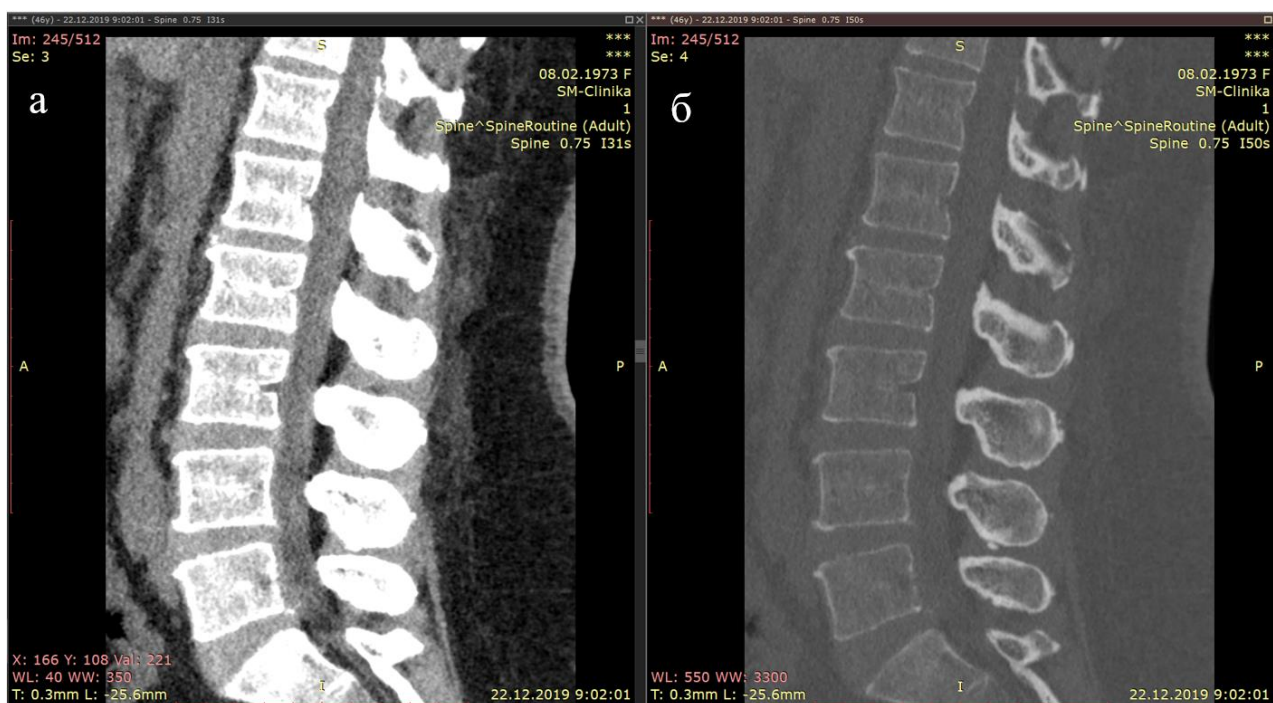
КТ пояснично-крестцового отдела позвоночника пациентки К., сагиттальный срез (а – мягкотканый режим, б – костный режим)
